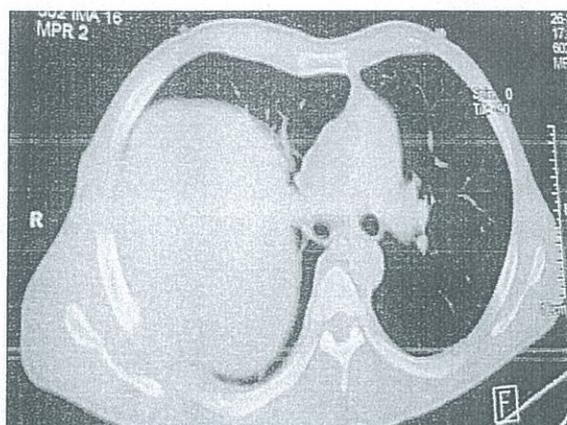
TAC simple de tórax donde se aprecia colapso de parénquima pulmonar izquierdo y desplazamiento de las estructuras mediastinales.
